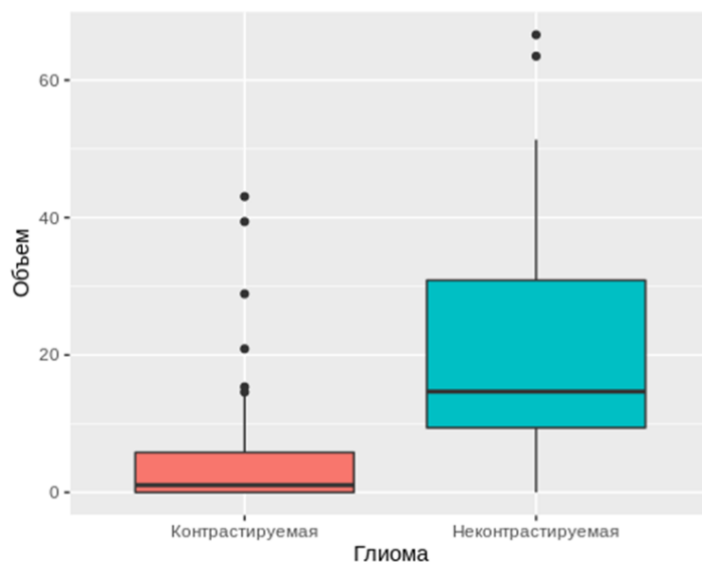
Влияние факта контрастирования глиом на объем остатков. Остатки контрастирующихся глиом имели значимо меньший объем, чем неконтрастирующихся (соответственно в SPGR и FLAIR режимах).
